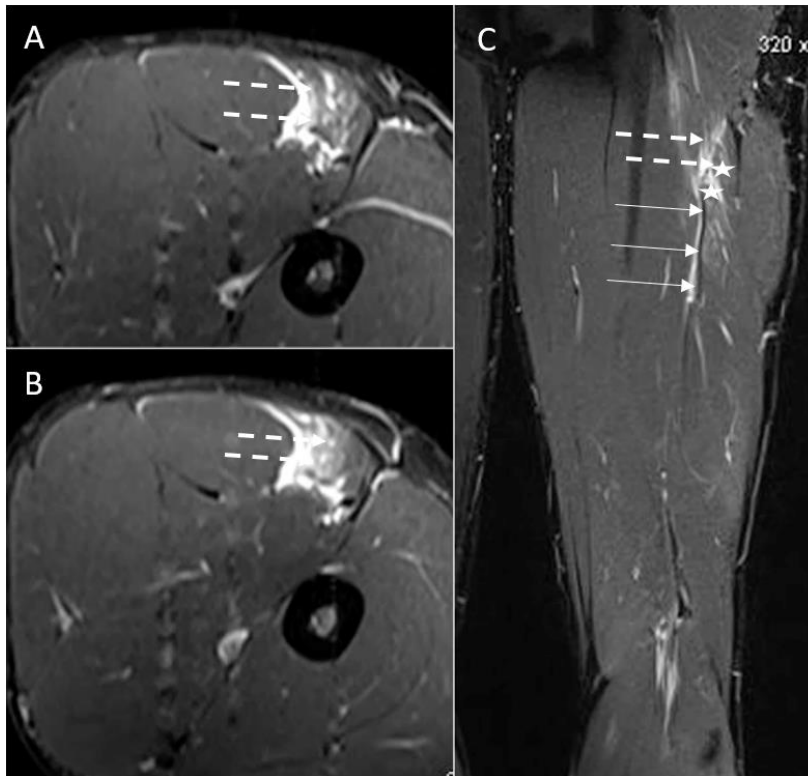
Resonancia magnética. A y B) Corte axial en T2 C) Corte coronal en T2. Flechas discontinuas: Edema; Flechas continuas: tendón común de los isquiosurales; Figura de estrella: retracción de fibras en el tendón común de los isquiosurales.
